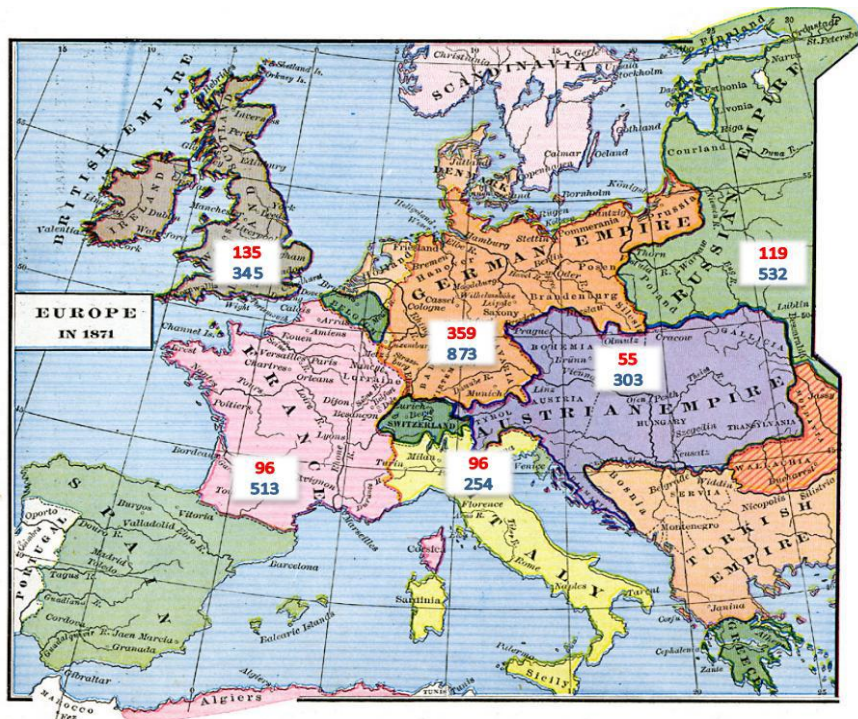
Соотношение количества трансфузионных процедур в некоторых странах Европы, имевших самый большой опыт ТТ (Германия, Россия, Великобритания, Австрия, Франция, Италия) в XIX в.: ПК – выделено красным цветом, ИКЗ – выделено синим цветом
